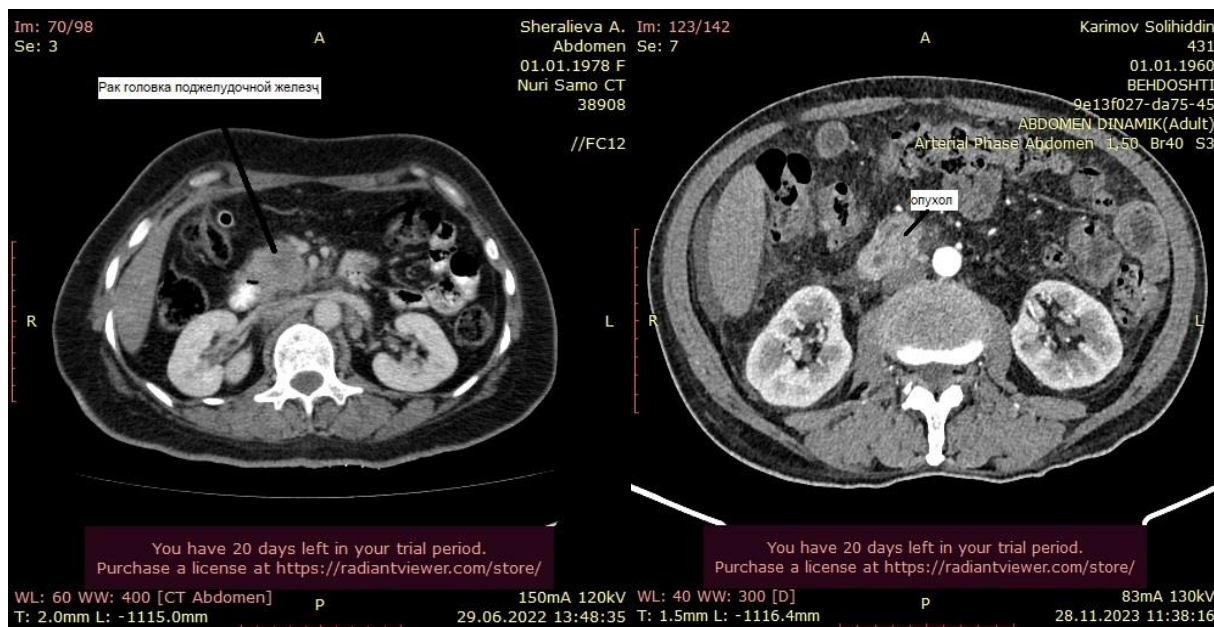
МСКТ. Аденокарцинома головки (а) и тела (b) поджелудочной железы
